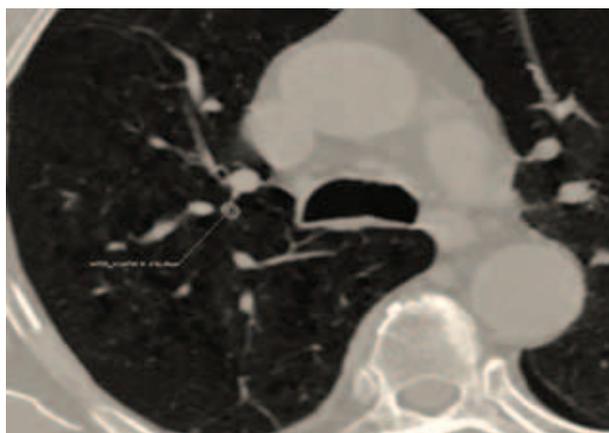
Данные компьютерной томографии больного М. (крупные бронхи прослеживаются отчетливо, сужение просвета, утолщение стенки периферических бронхов в обоих легких)
